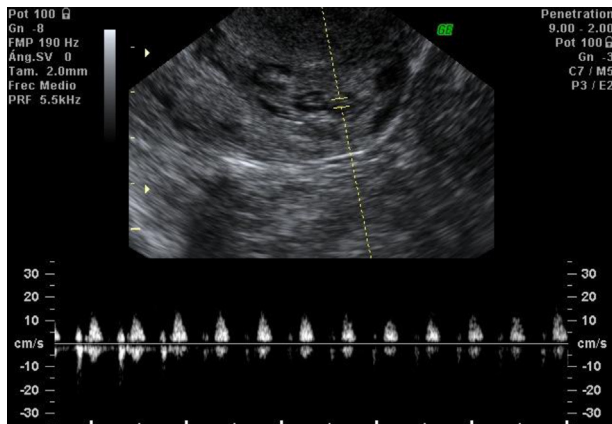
Ecografía realizada inmediatamente tras la punción intrasacular con metotrexate en la que persiste el latido cardíaco del embrión.
